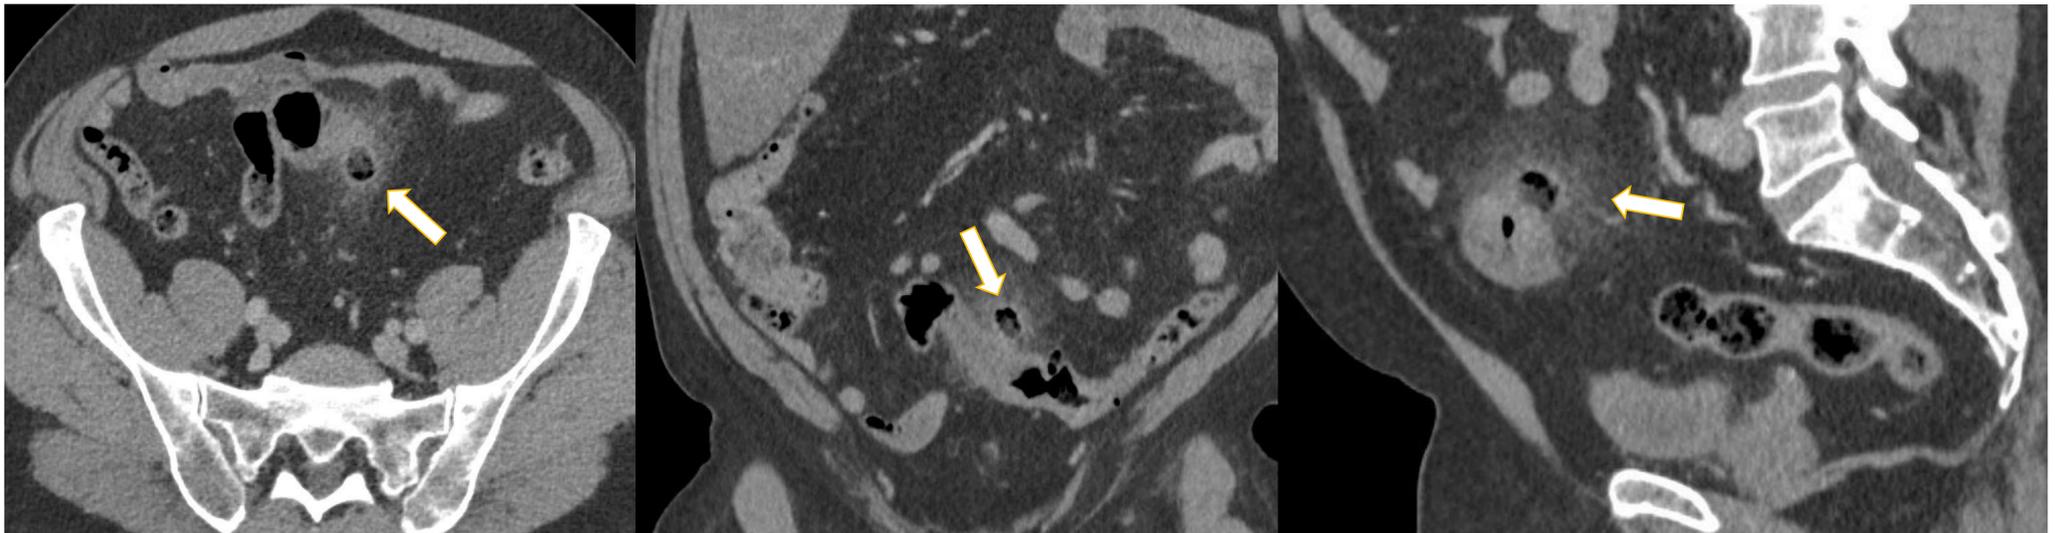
TC: Divertículo en colon sigmoides que asocia cambios inflamatorios (hiperdensidad y reticulación) de la grasa adyacente .
